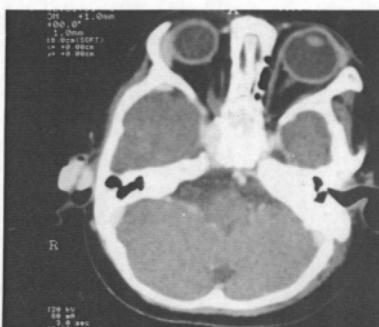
The temporal bone CT demonstrates a 1.5 cm, well marginated mass with homogenous contrast enhancement in the right auricle.
